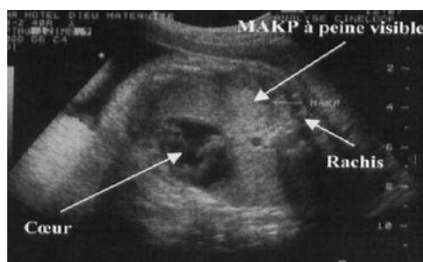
Aspect échographique de MAKP microkystique [54]
